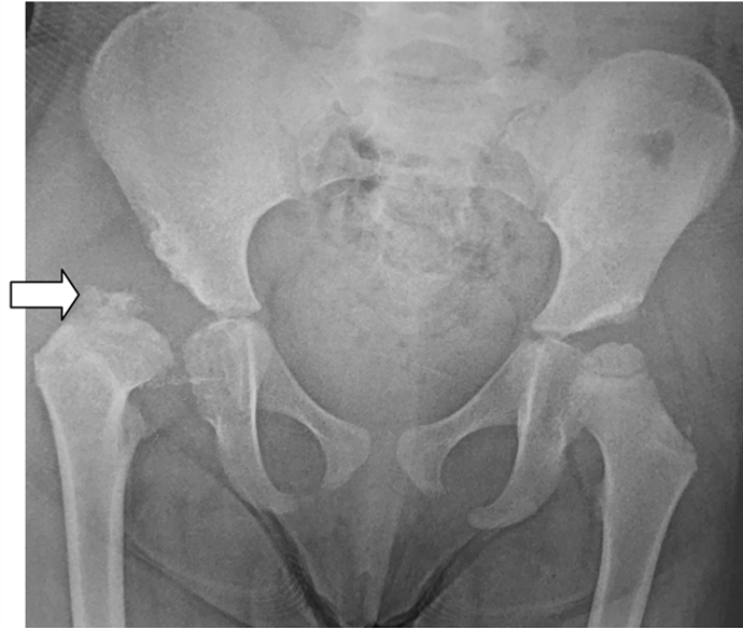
Radiographie du bassin face montrant une Ostéocondrite de la tête fémorale pré-opératoire classée stade III
